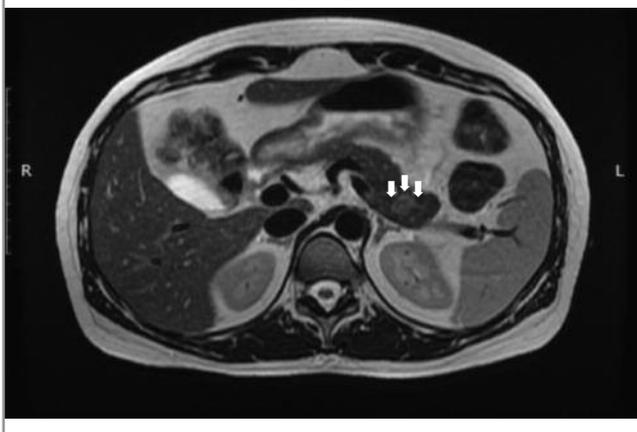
МРТ. Опухоль хвоста поджелудочной железы (T2-взвешенные изображения с жироподавлением, аксиальный срез).
